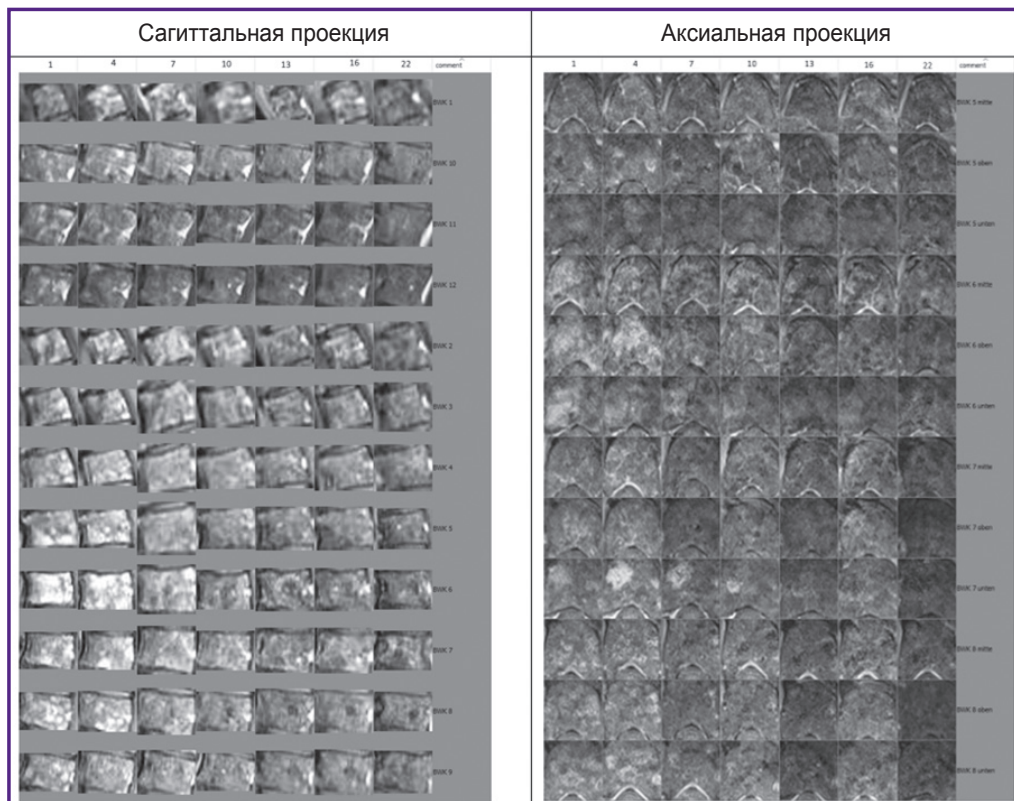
МРТ в режиме T1-ВИ с контрастным усилением сегментированных грудных позвонков Th5–Th8 с интервалом 3 мес
